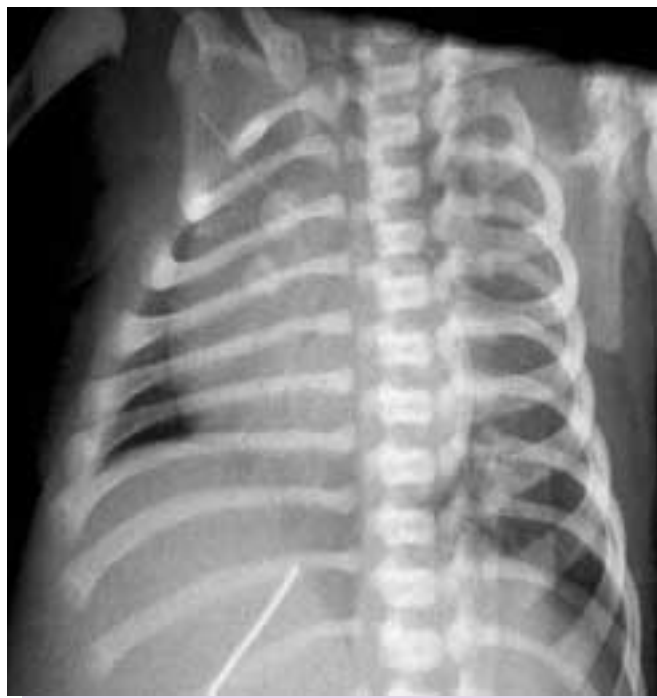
Radiografía rotada de un recién nacido. Los núcleos de osificación del esternón se proyectan sobre el hemotórax derecho.
